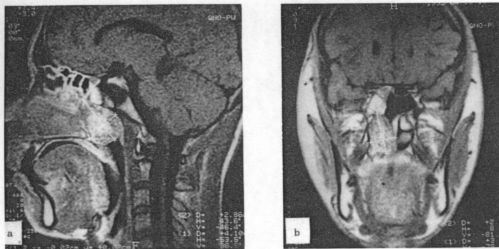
Contrast-enhanced T1-weighted sagittal(a) and coronal(b) MRI imaging show enhancing mass in choana and nasopharynx.
